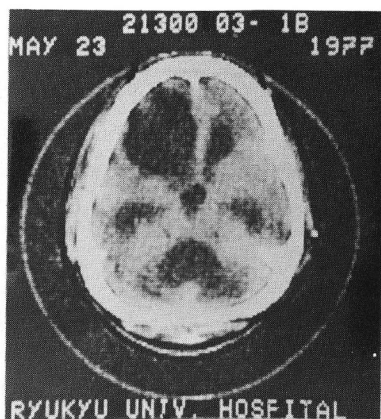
CT scan shows remarkable all ventricular dilatation. (2nd month post op.)
